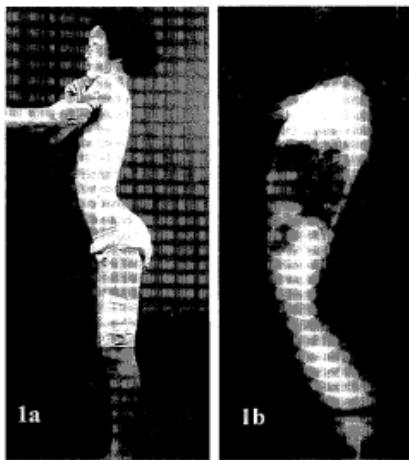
General appearance (1a) and lateral radiograph (1b) of the patient.
